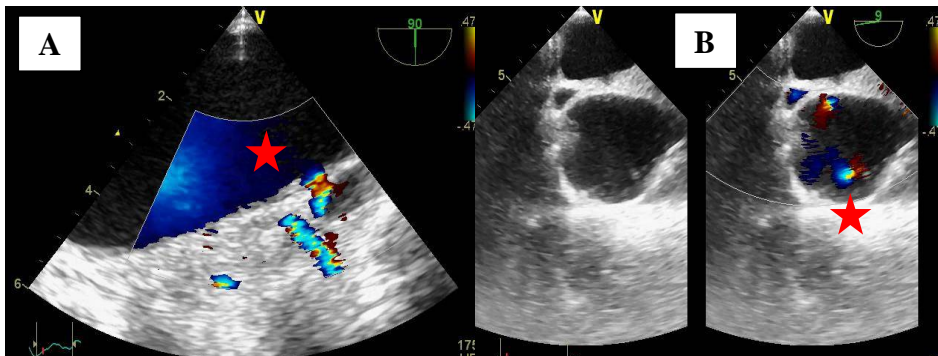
(A and B): Transoesophageal echocardiograms with color-flow Doppler imaging showing a dilated ascending aorta with entry tears (Star)
